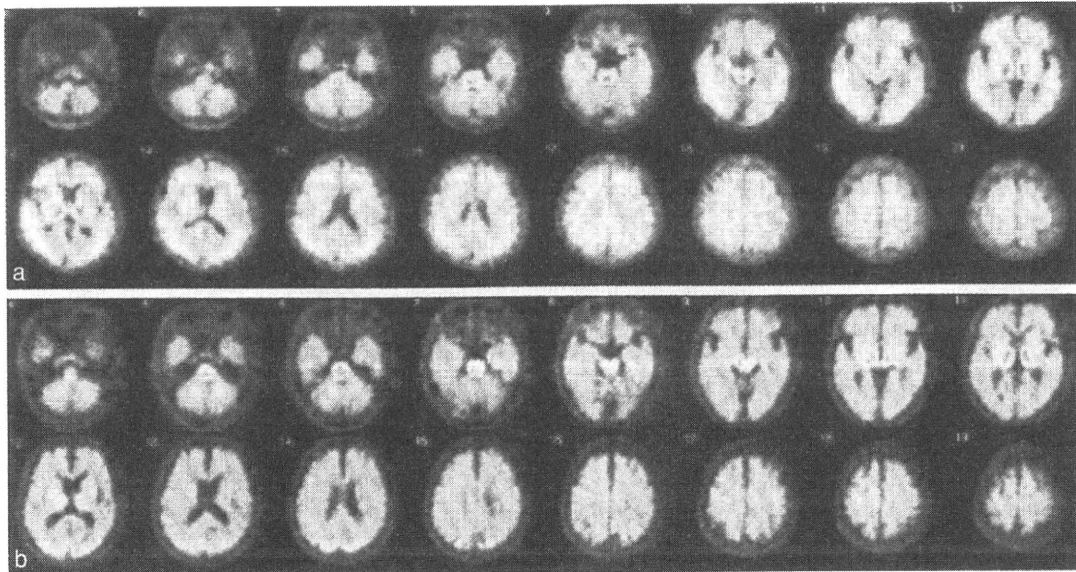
^{11}C -BF-227 PET横断像
